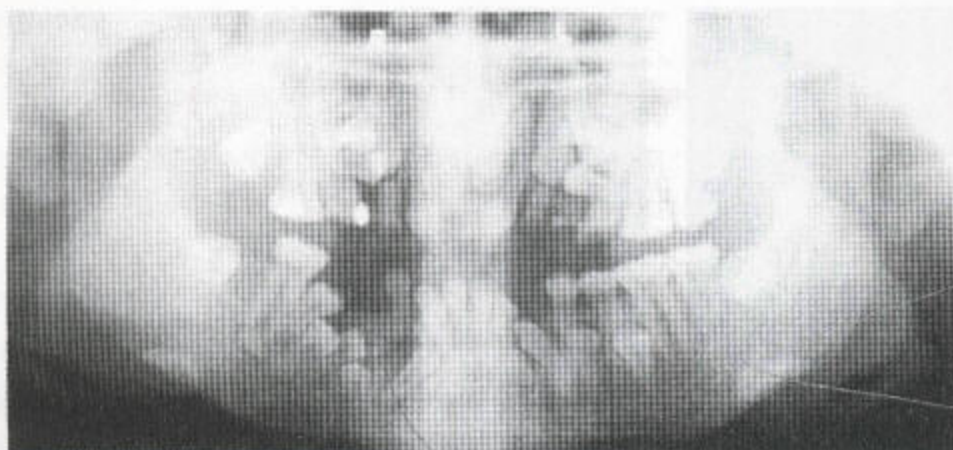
锁骨头颅发育不良 X线全景照相显示乳牙不能脱落，恒牙不能长出，多余的牙齿导致牙齿拥挤。上颌骨发育不足。
